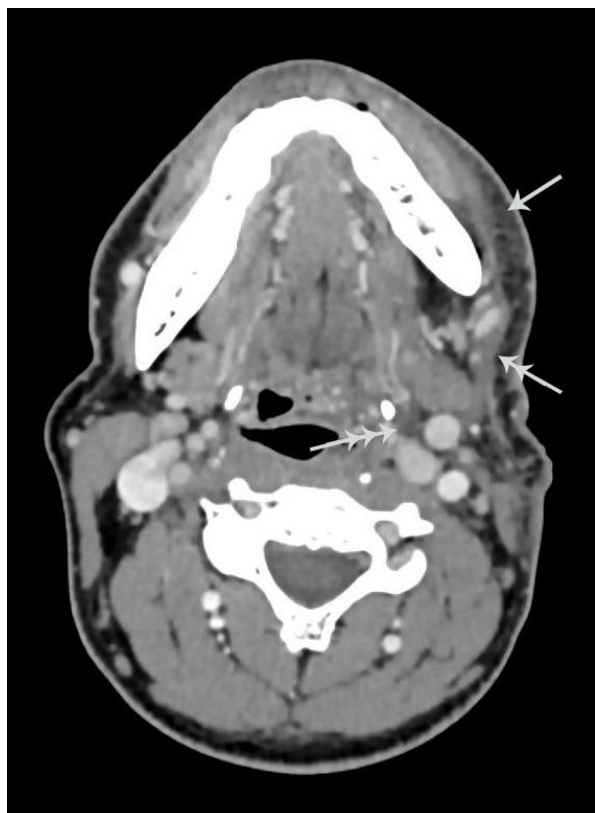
Компьютерная томограмма области дна полости рта в аксиальной проекции, внутривенное контрастирование. Рак боковой поверхности языка слева, состояние после ХЛТ. Отмечается утолщение кожи слева, уплотнение и появление исчерченности подкожно-жировой клетчатки (стрелка), формирование участка фиброзной консолидации (двойная стрелка), облитерация и уплотнение межструктурного жира (тройная стрелка).
